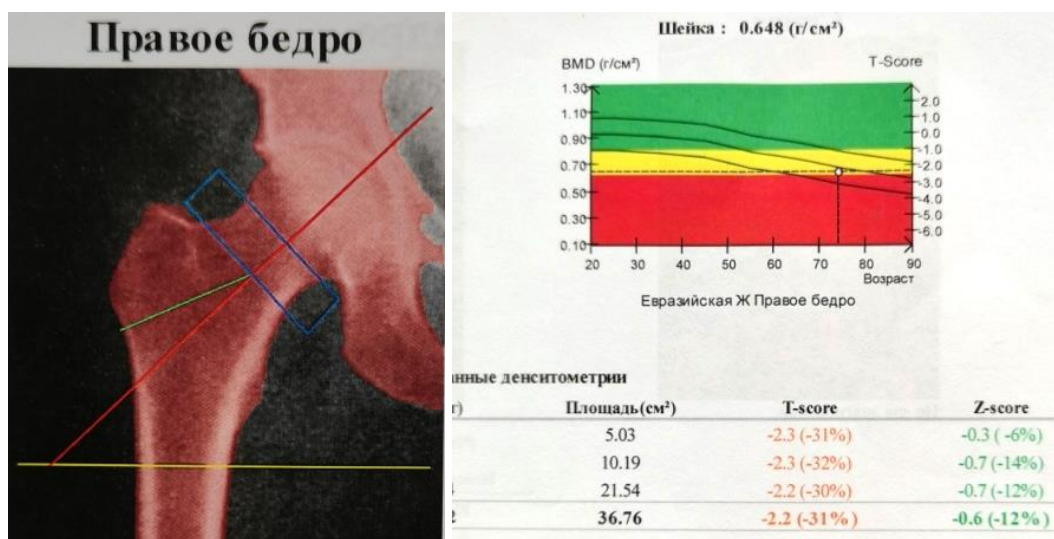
Протокол рентгеновской остеоденситометрии шейки бедренной кости
